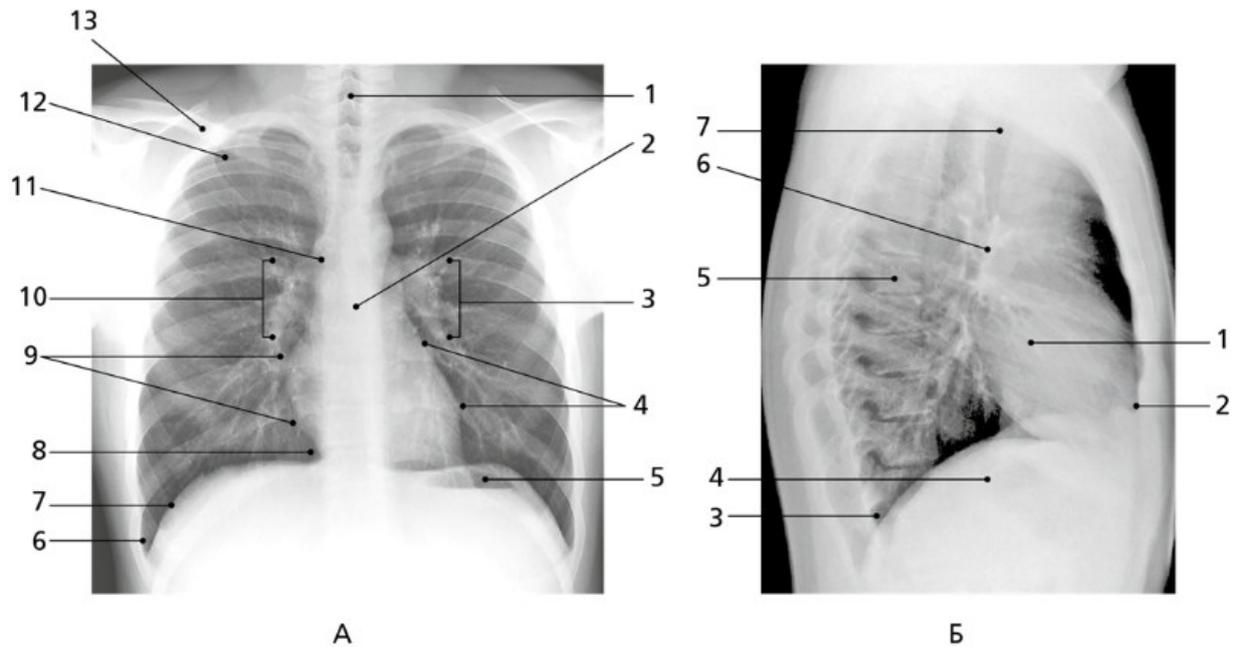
Лёгкие (рентгенограмма)
